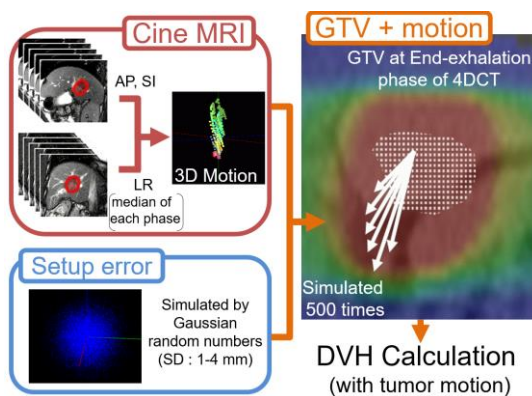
シネ MRI より求めた腫瘍の三次元軌道と仮想セットアップエラーを用いた線量分布予測
